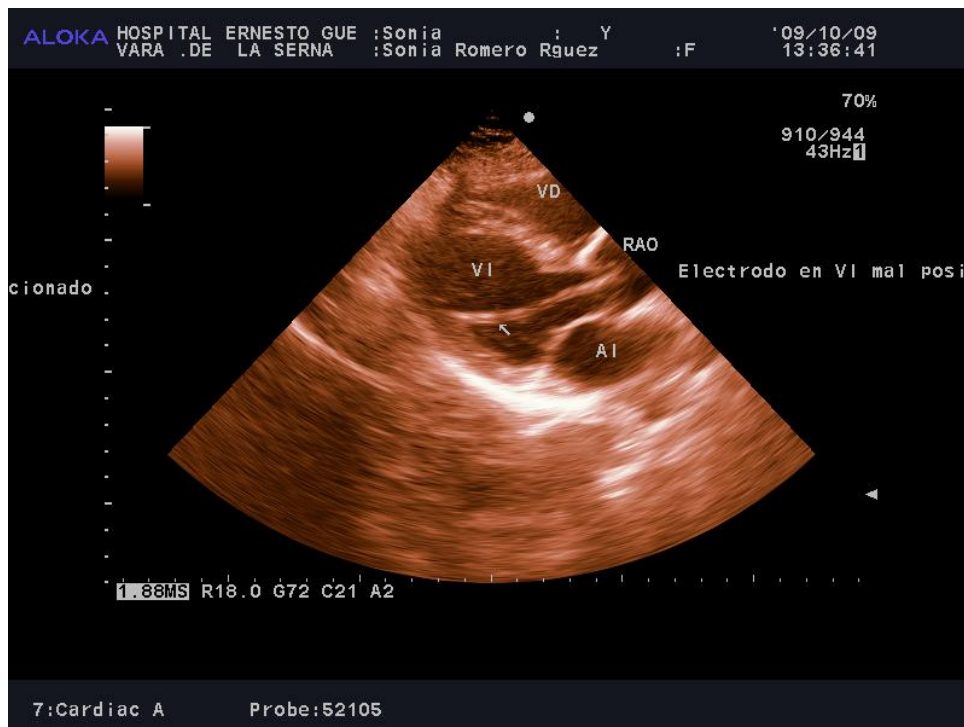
Ingreso en VI a través de la aorta, eco 2D y insuficiencia aortica documentada por doppler continuo
